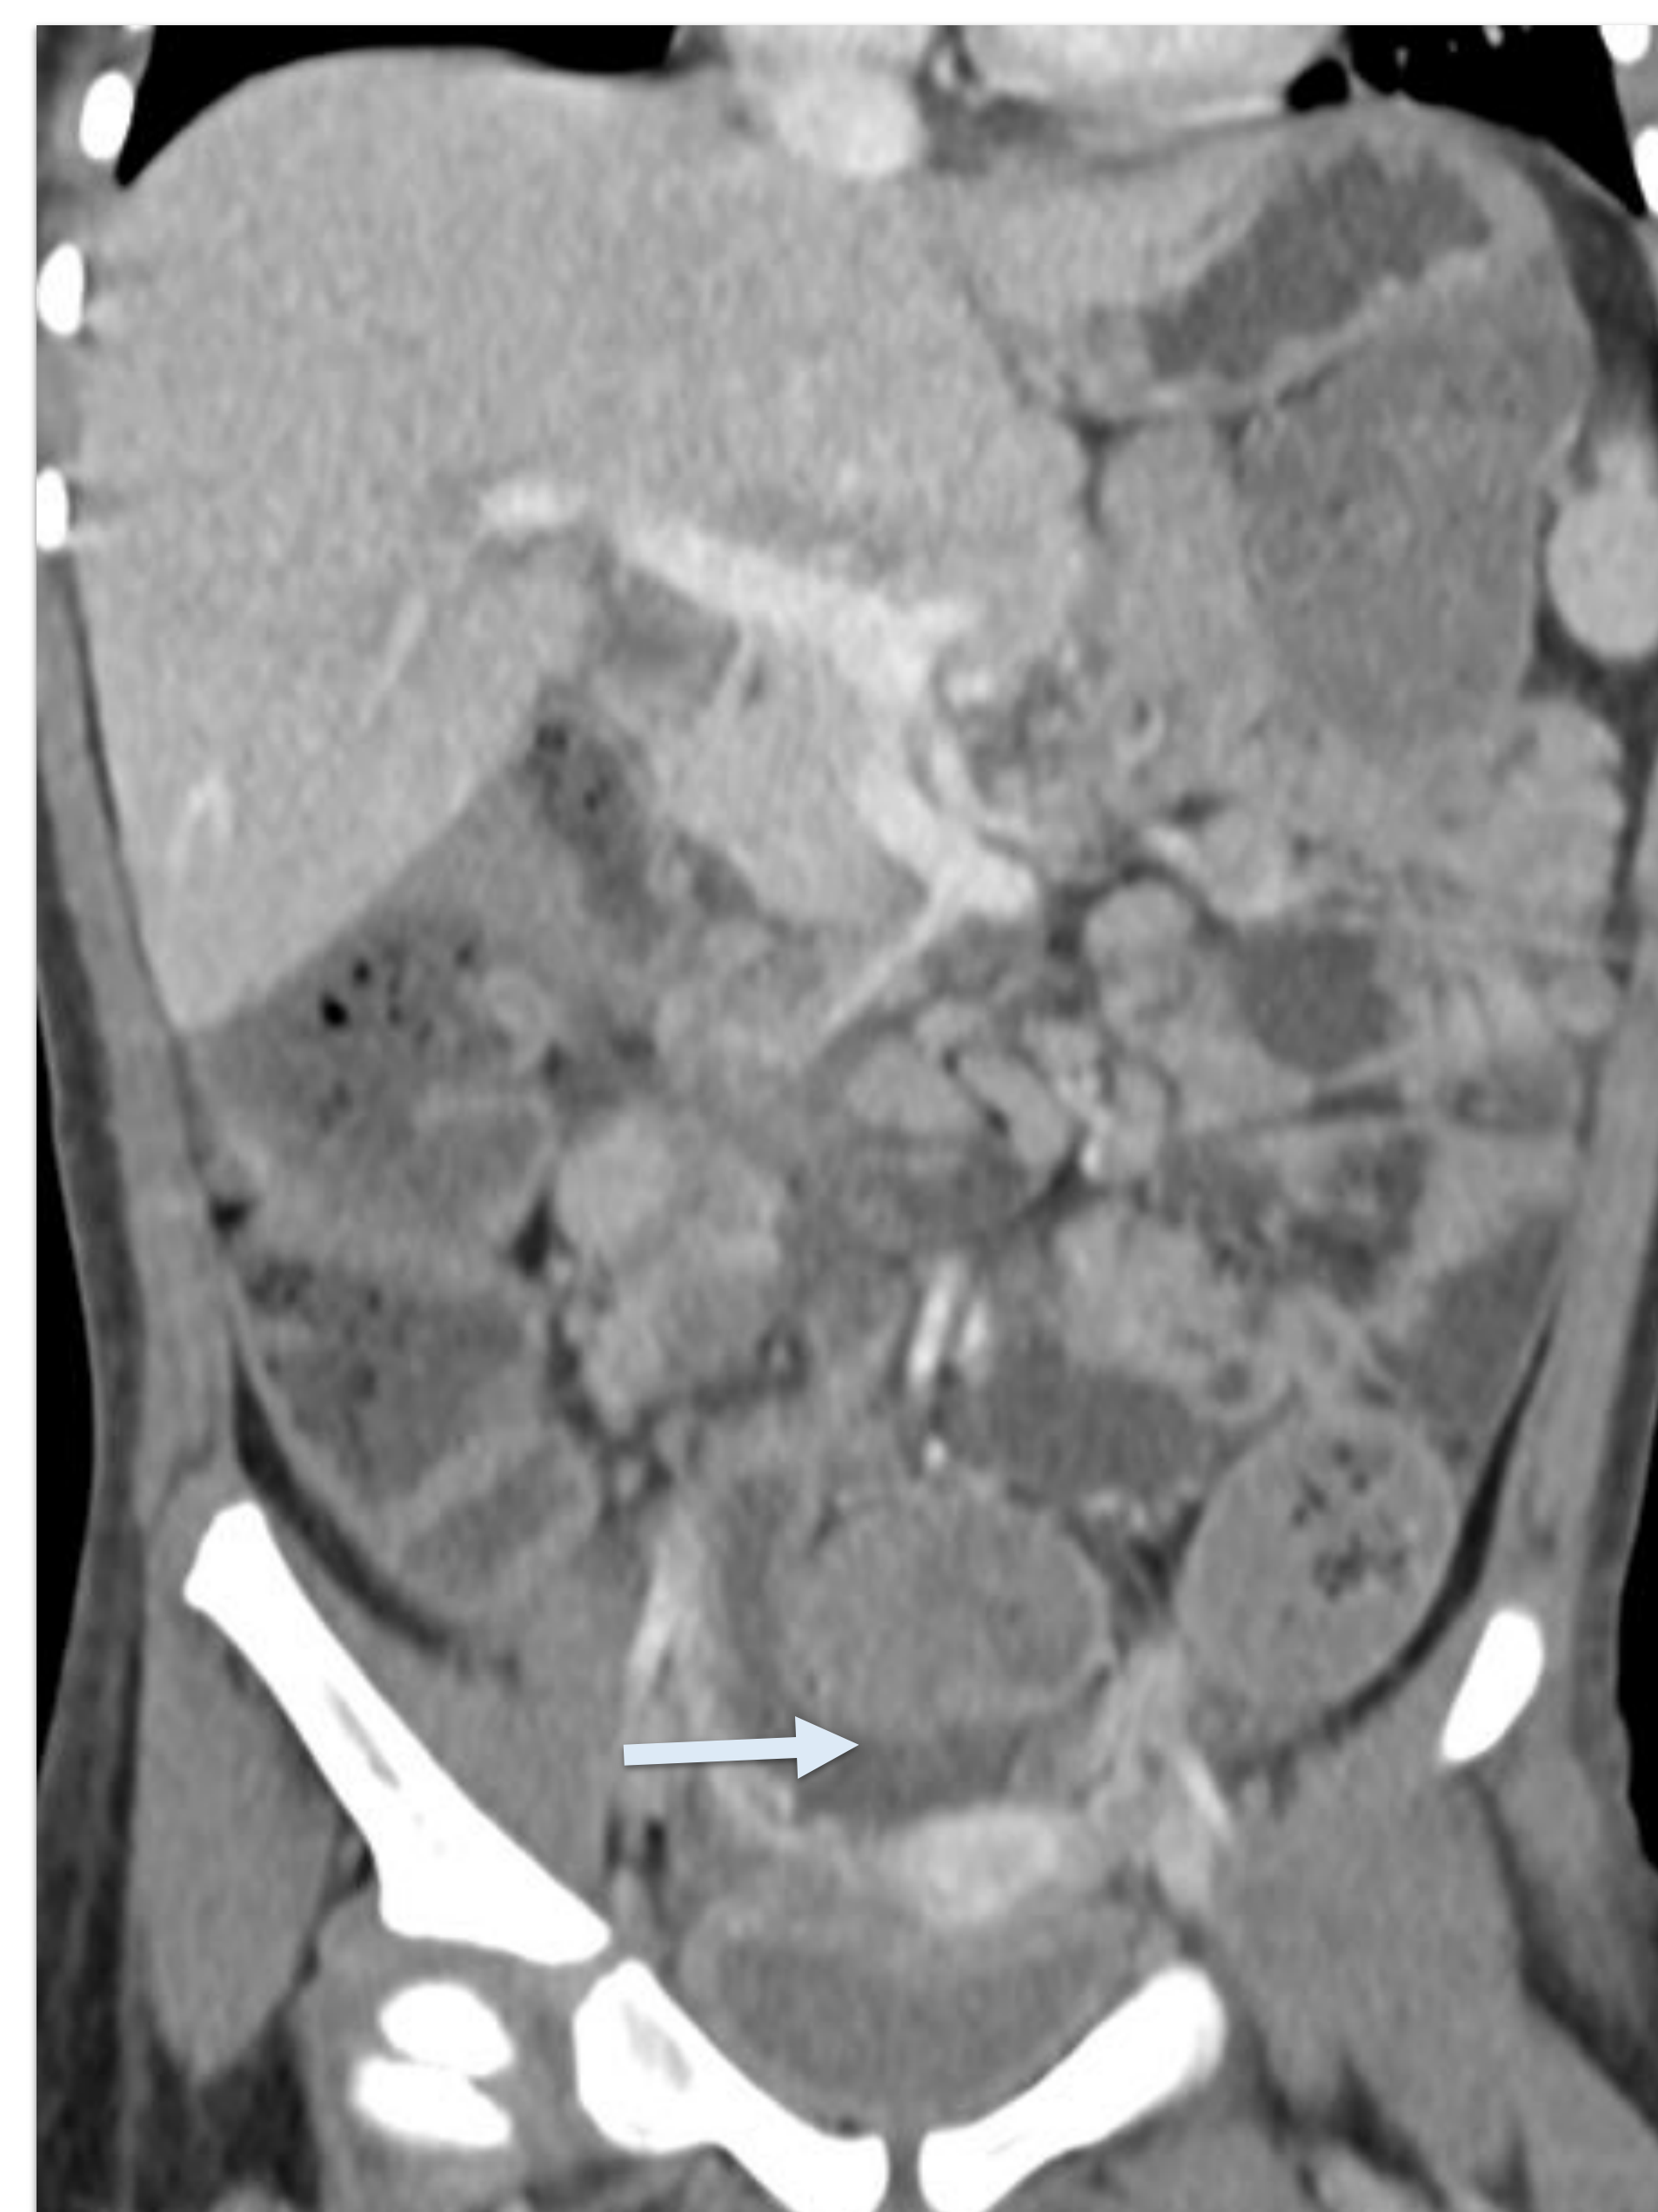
Mismo paciente que Figura 3. La TC abdominal realizada por sospecha de patología abdominal potencialmente quirúrgica muestra pequeña cantidad de líquido en gotiera paracólica izquierda y en pelvis (flechas).
